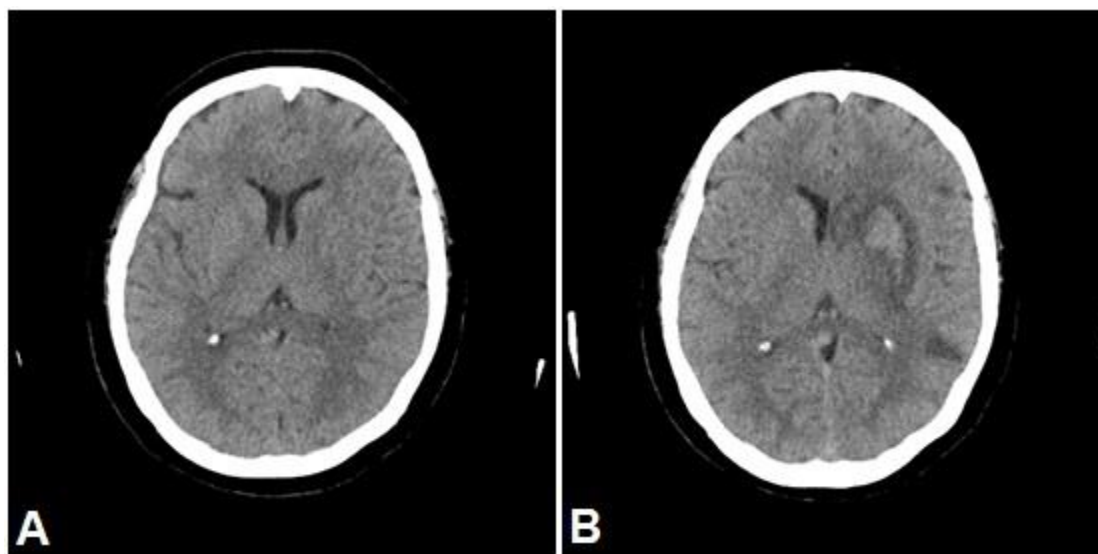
TC craneal sin contraste a nivel de los ganglios de la base de un mismo paciente, en las primeras 6 horas del episodio ictal (A) y a las 72 horas del debut clínico del episodio ictal (B). En el estudio inicial no se evidencia anomalía a este nivel de corte. En cortes más caudales se observó trombo en la arteria cerebral media izquierda (caso mostrado en la figura 2B). A las 72 horas se aprecia lesión hiperdensa debido a la transformación hemorrágica de un infarto.
